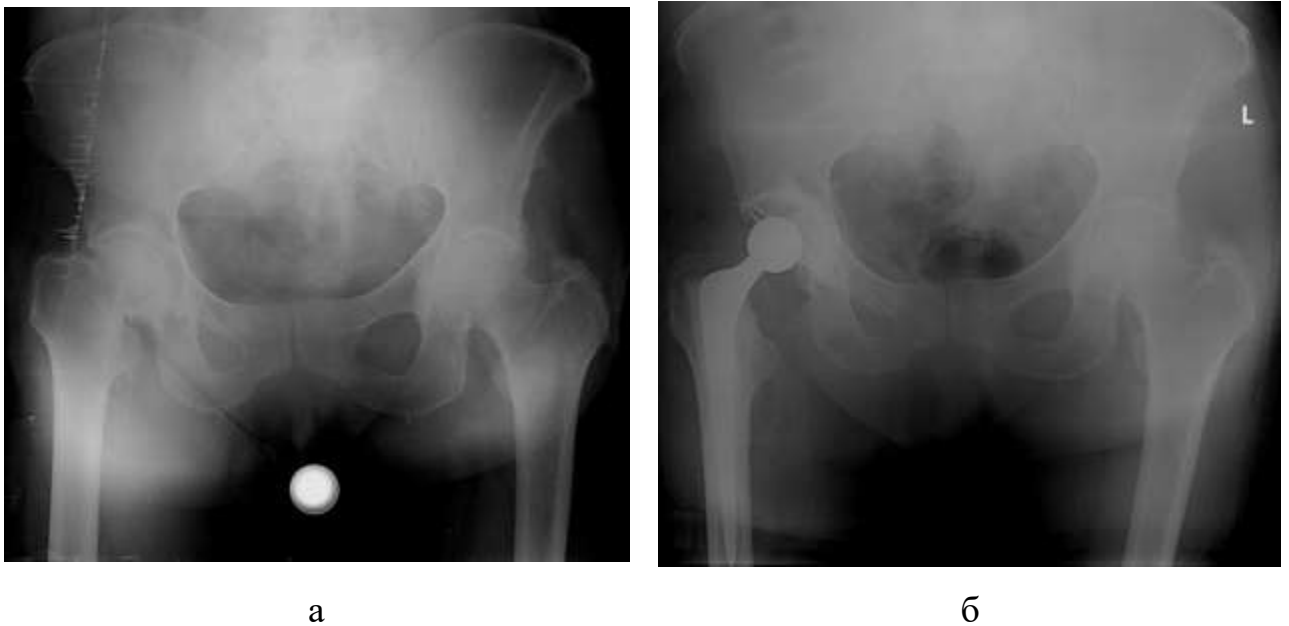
Клинический пример лечения пациентки 78 лет с псевдоартрозом шейки правого бедра «простого» типа: а – обзорный рентгеновский снимок таза; б – рентгенограмма после операции (установлены стандартные цементные бедренный и вертлужный компоненты)
